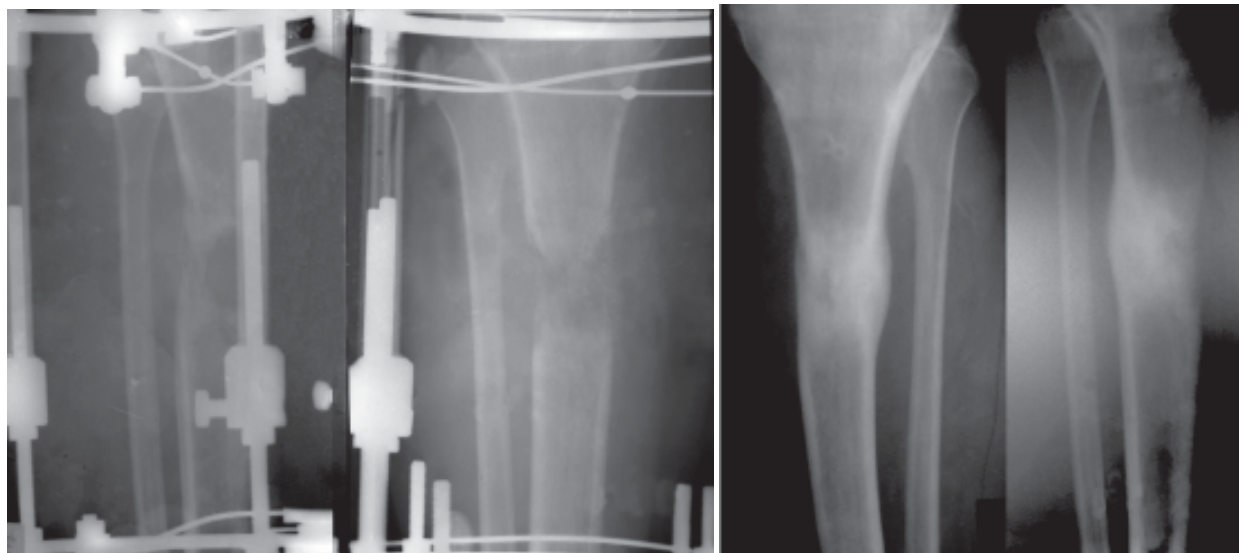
Рентгенограммы больной Ш. в процессе лечения.
